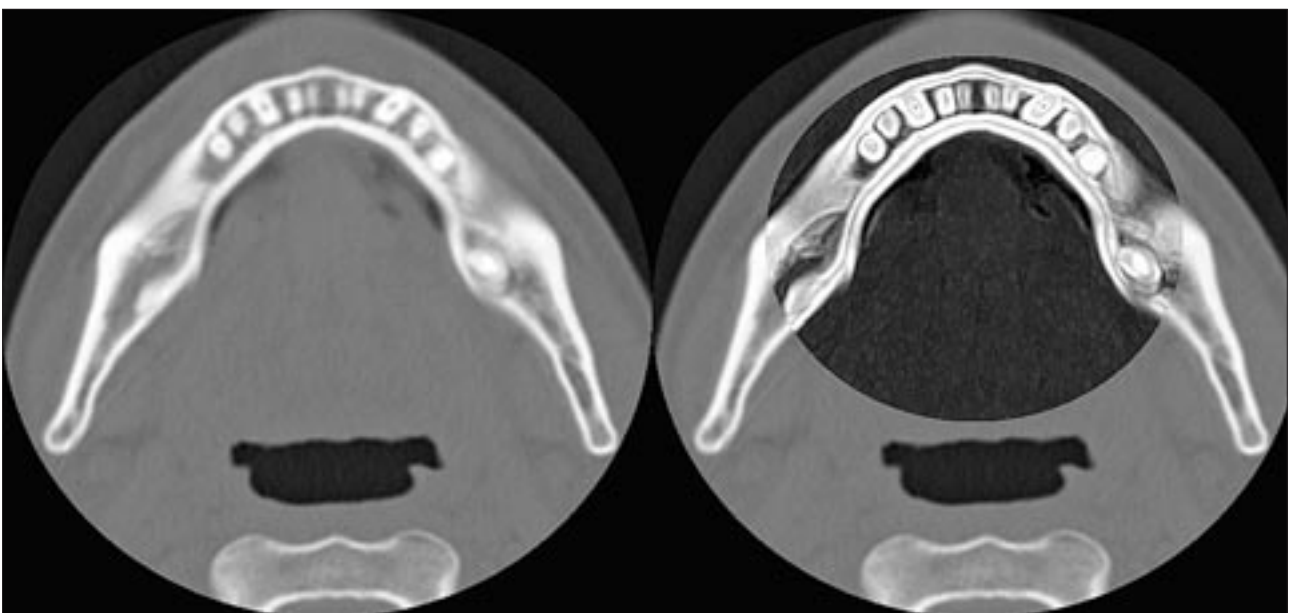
КТ-изображение и обработка в «зоне интереса» костной ткани в стоматологии.
